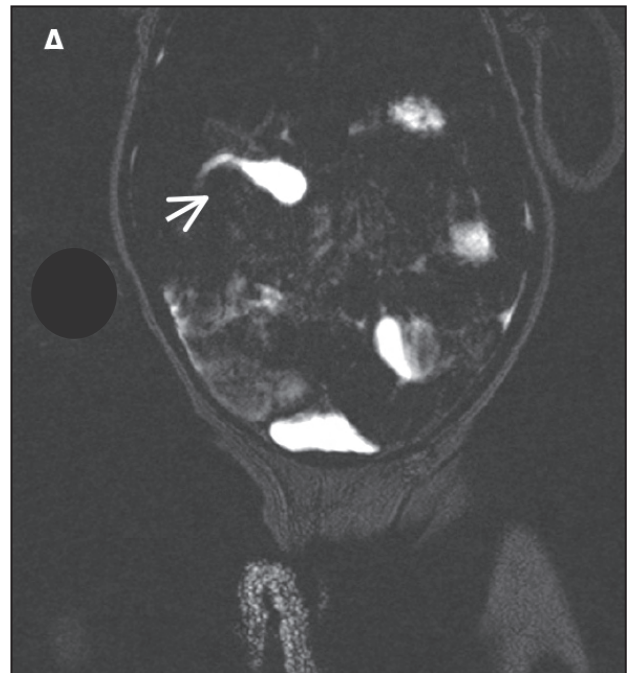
RM en un cas de quist de colèdoc (fletxa).
